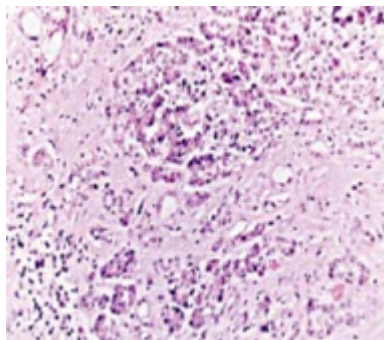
Пункция головки поджелудочной железы под УЗИ контролем.
